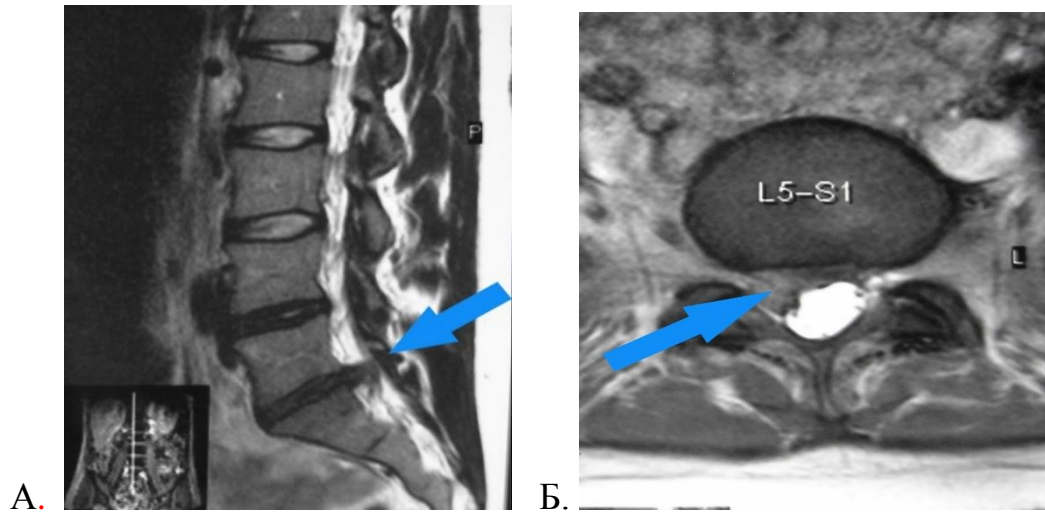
МРТ больной Г., (И/Б №1671/195 26.02.07) Сагиттальная проекция А, Фронтальная проекция Б: правосторонняя парамедианная грыжа диска L5-S1, протрузия диска L4-L5
